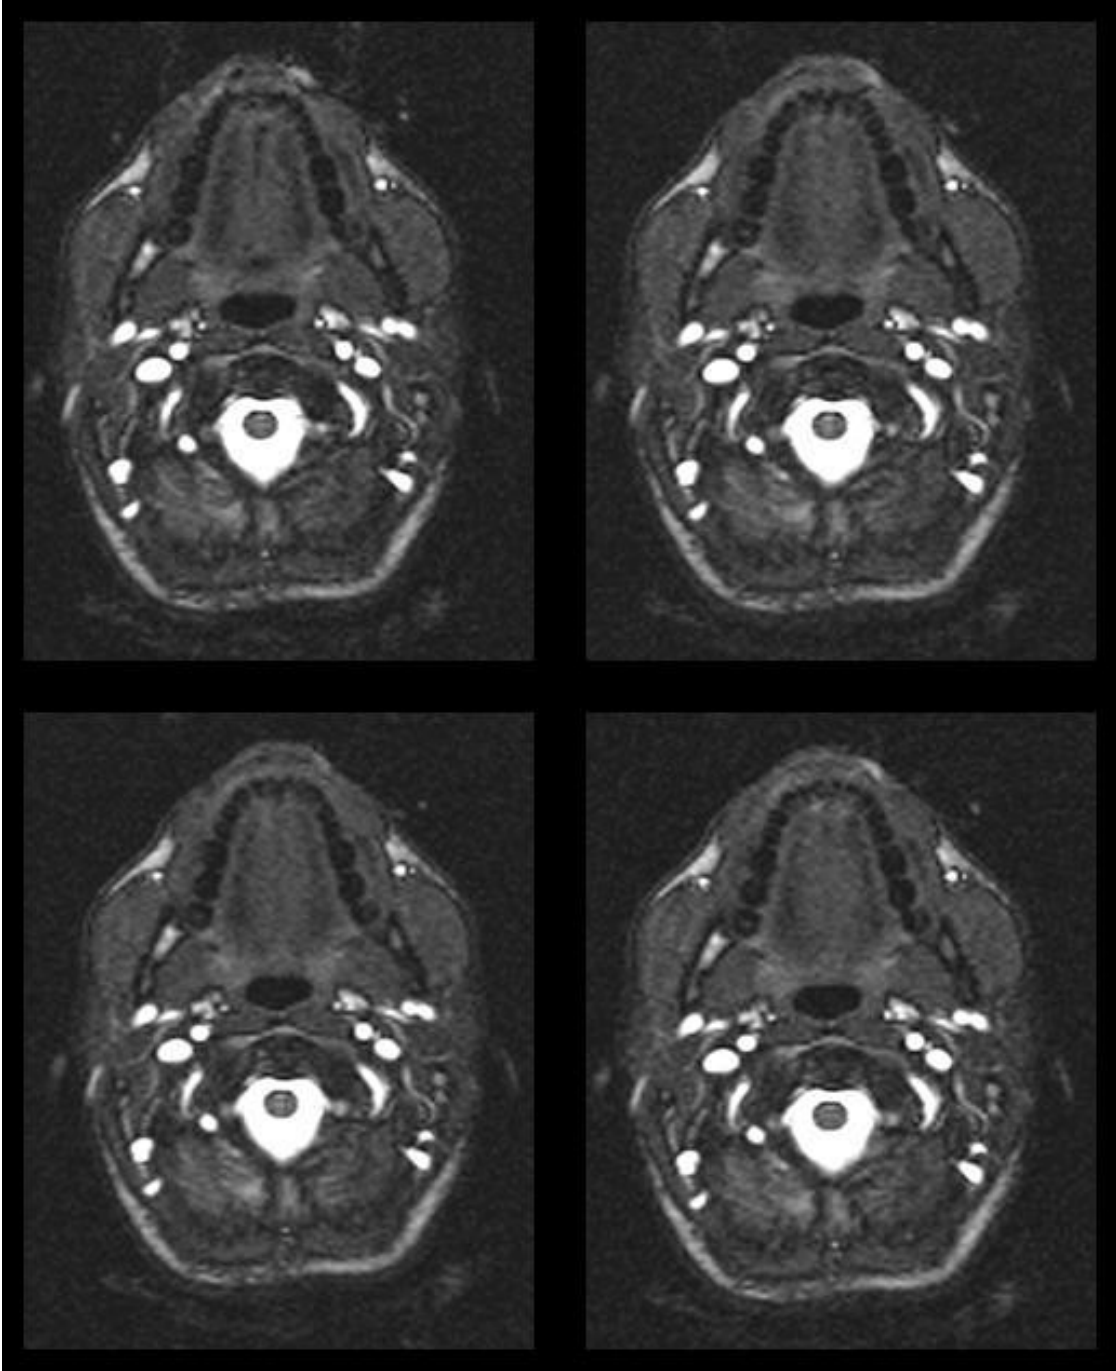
Orofarinks en dar düzeyinden yapılan dinamik BT incelemesinde orofarinks kalibrasyonunun normalden dar olduğu ve solunum ile birlikte genişliğin ileri derecede azaldığı görülmektedir.
